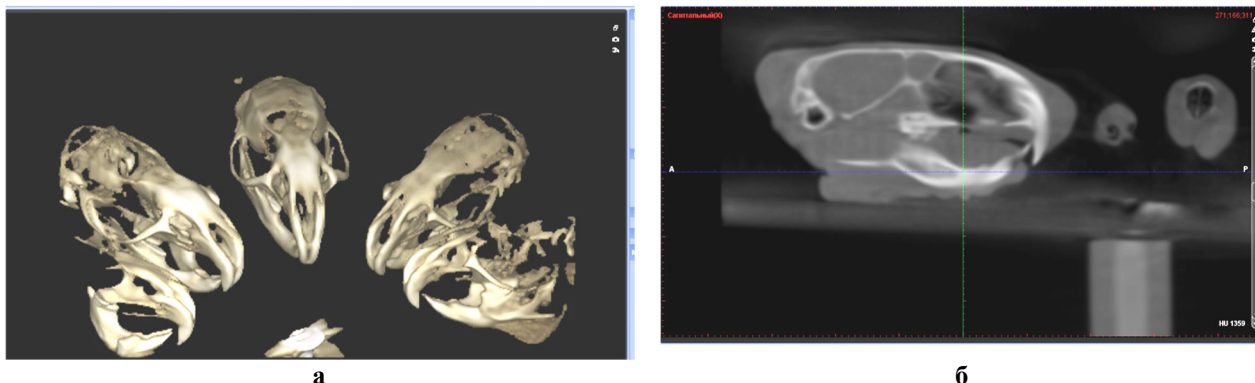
Результати комп'ютерної томографії: а – загальний вигляд, б – вимірювання мінеральної щільності кісткової тканини (BMD) у ділянці нижньої щелепи
